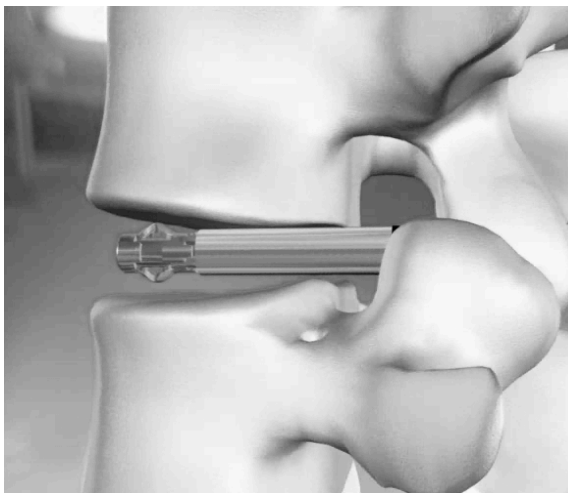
Sukzessives Ausfahren der Flossen durch Drehen am Griff des Instrumentariums. In diesem Stadium kann die Position des Implantates noch korrigiert werden, daher sind begleitende Röntgenaufnahmen empfehlenswert.
